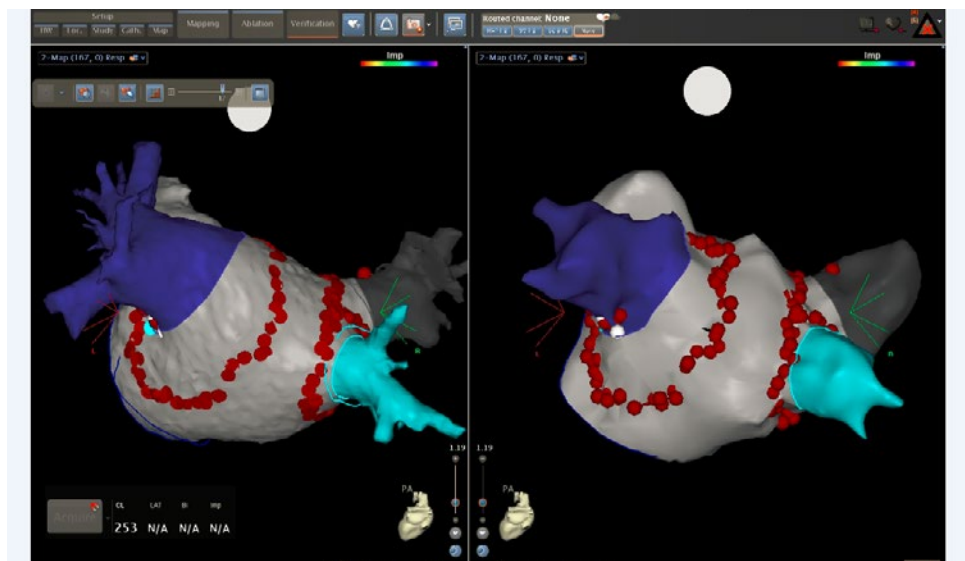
Mapa de la aurícula izquierda con ablación circunferencial alrededor de las venas pulmonares. Comparación entre el mapa de proporcionado por Carto (derecha) y el TAC del paciente (izquierda).
